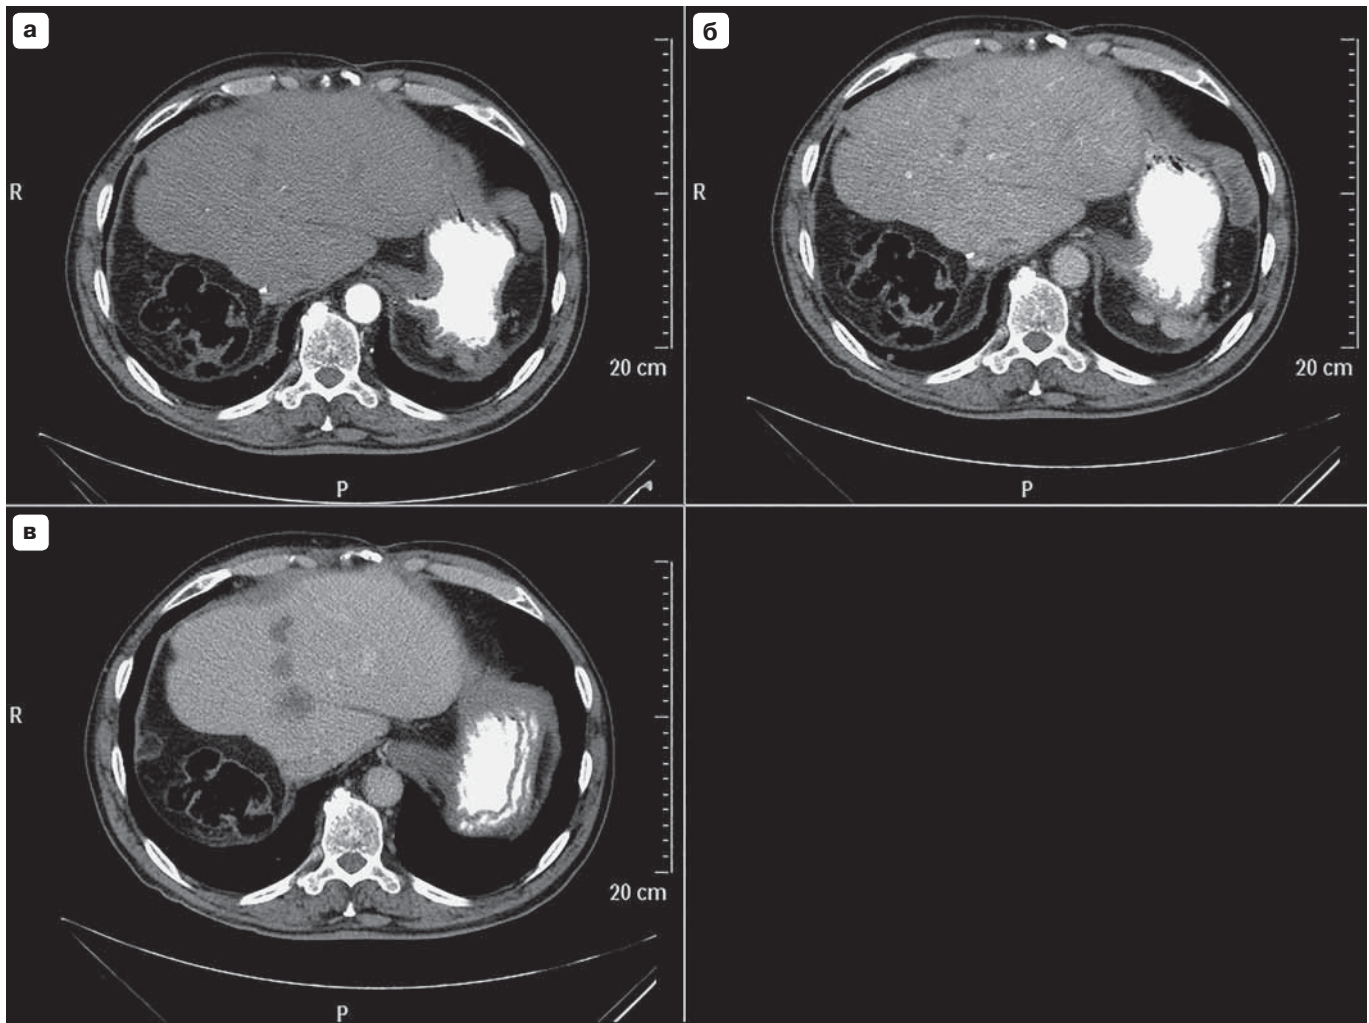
МСКТ-исследование печени с болюсным контрастным усилением: метастазы ректального рака.
